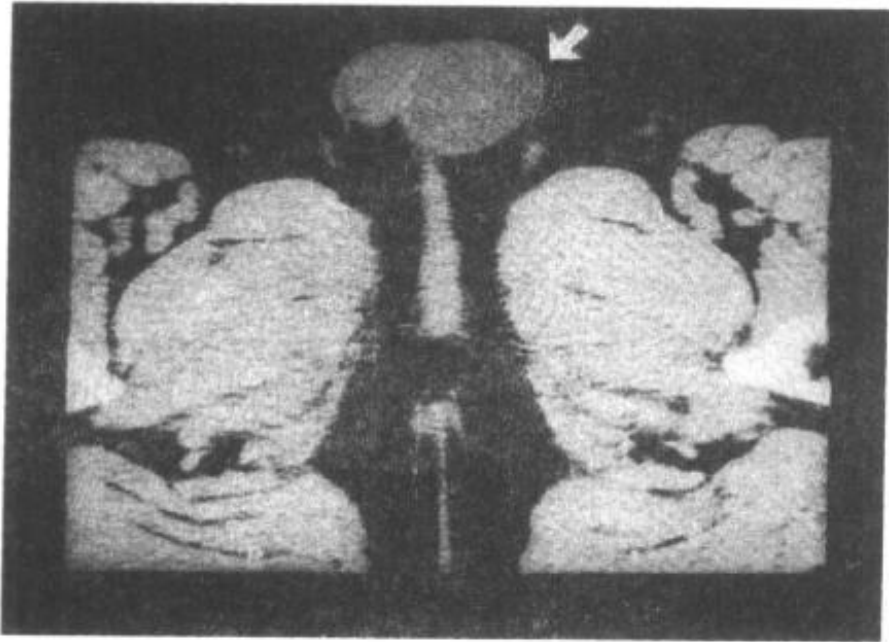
单侧鞘膜积液 CT 表现 (↑)
